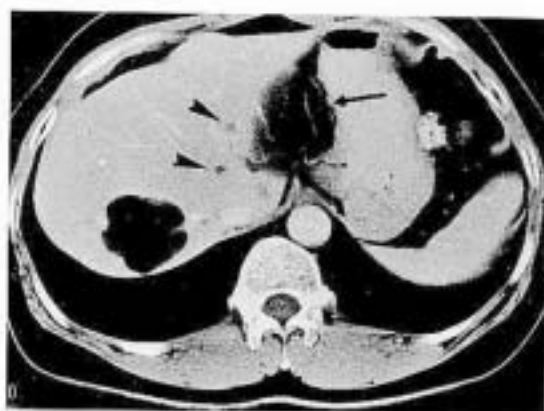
Abdominal CT. Two lobulated masses with low density; one in the left lobe(arrow) shows bulging growth and the other in right lobe is confined to liver capsule. Another tiny nodules of low density are scattered in the parenchyma (arrowheads).
